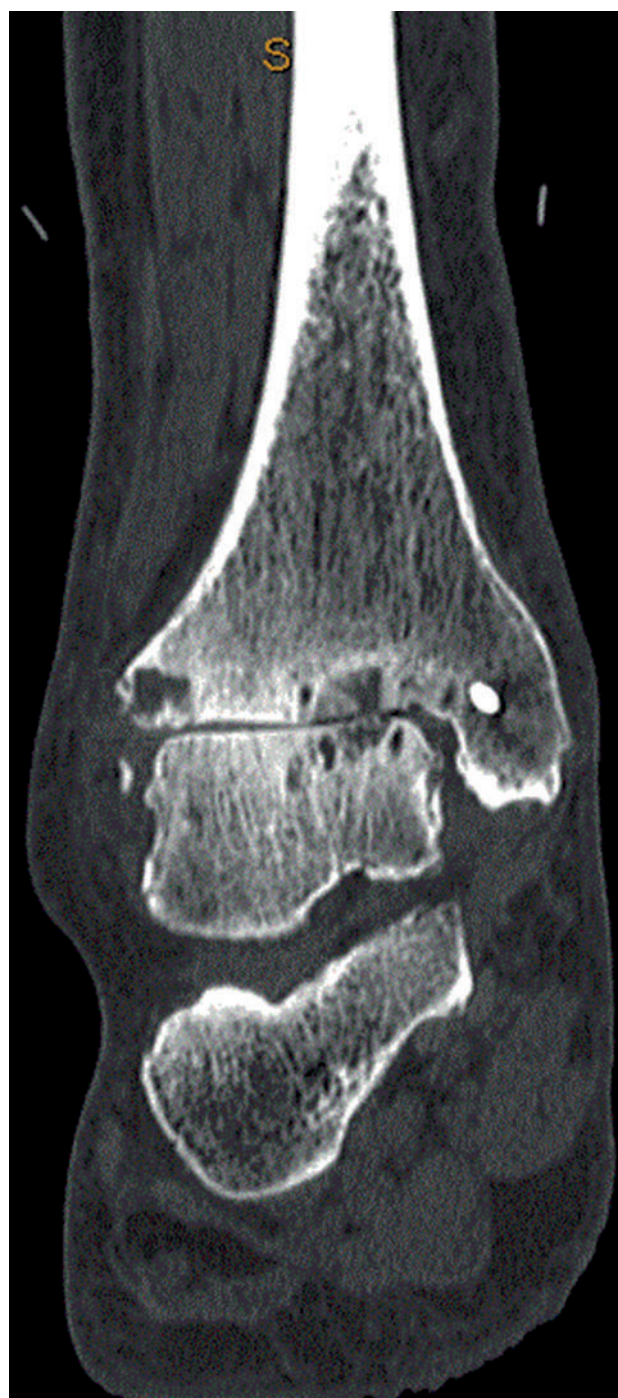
Клинический пример, предоперационное КТ-изображение в переднезадней проекции
